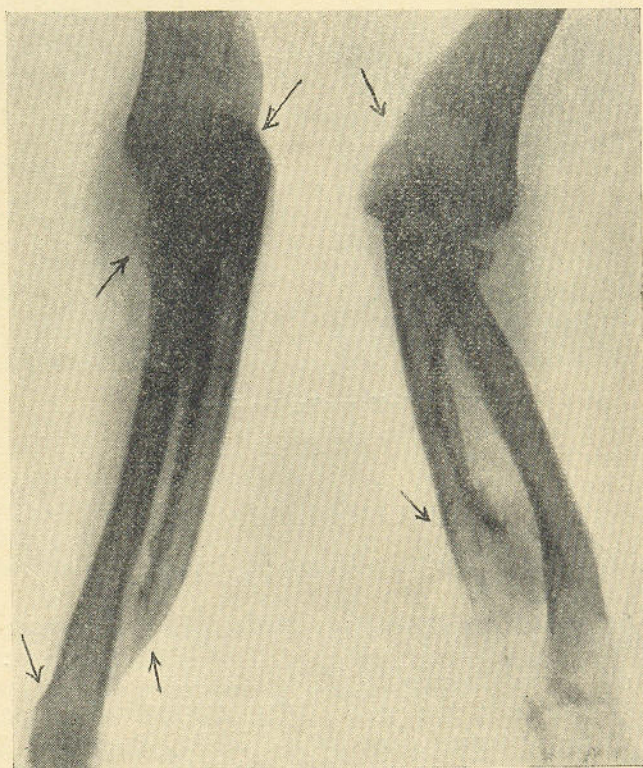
Radiografia dos ossos dos antebraços
